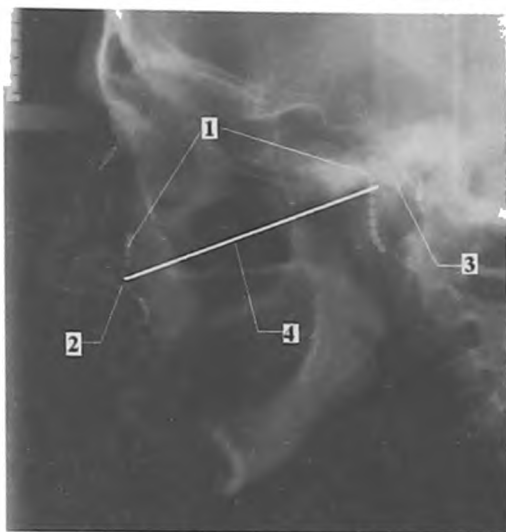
Способ определения проекции камперовской горизонтали на лице пациента (телерентгенограмма больного М., 64 года из дисс.С.В.Шелеметева,2006): 1 – рентгеноконтрастные бусинки-шарики; 2 – передняя носовая ось; 3 – нижний край слухового прохода; 4 – камперовская горизонталь
